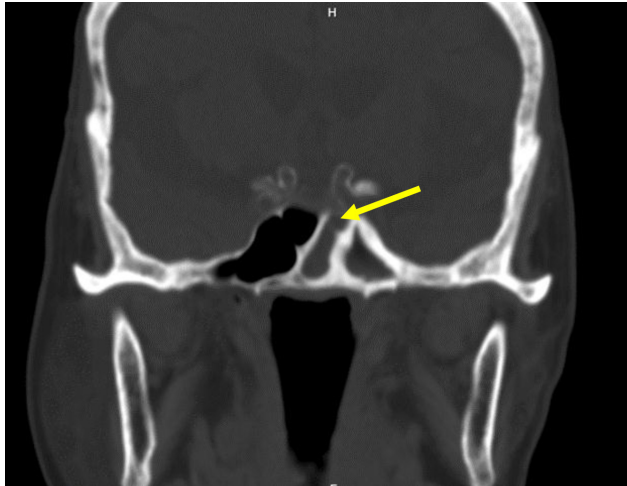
CT brain bone window coronal view reveals defect of sphenoid sinus as arrow point
